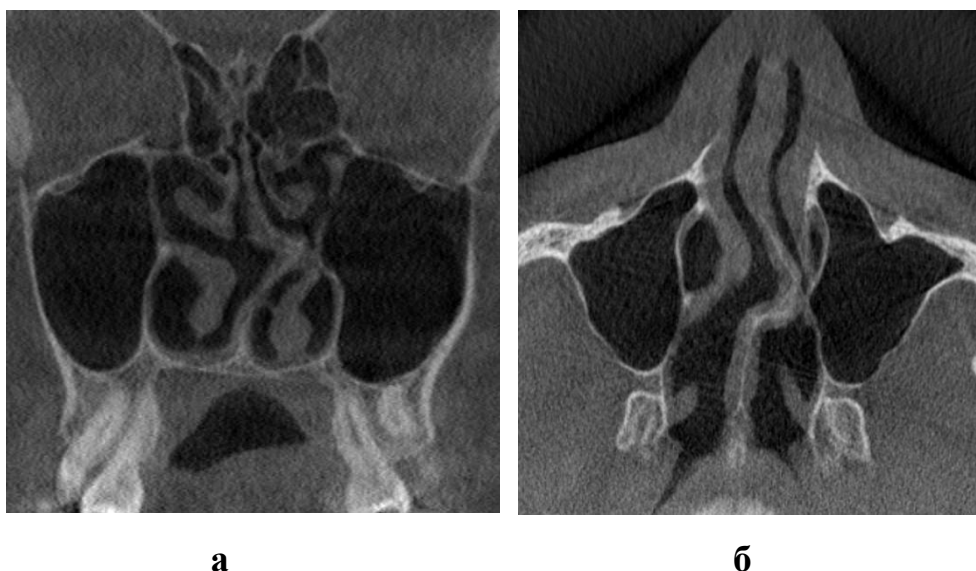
Графическое изображение конусно-лучевой компьютерной томографии (а-фронтальная и б-аксиальная проекция).
